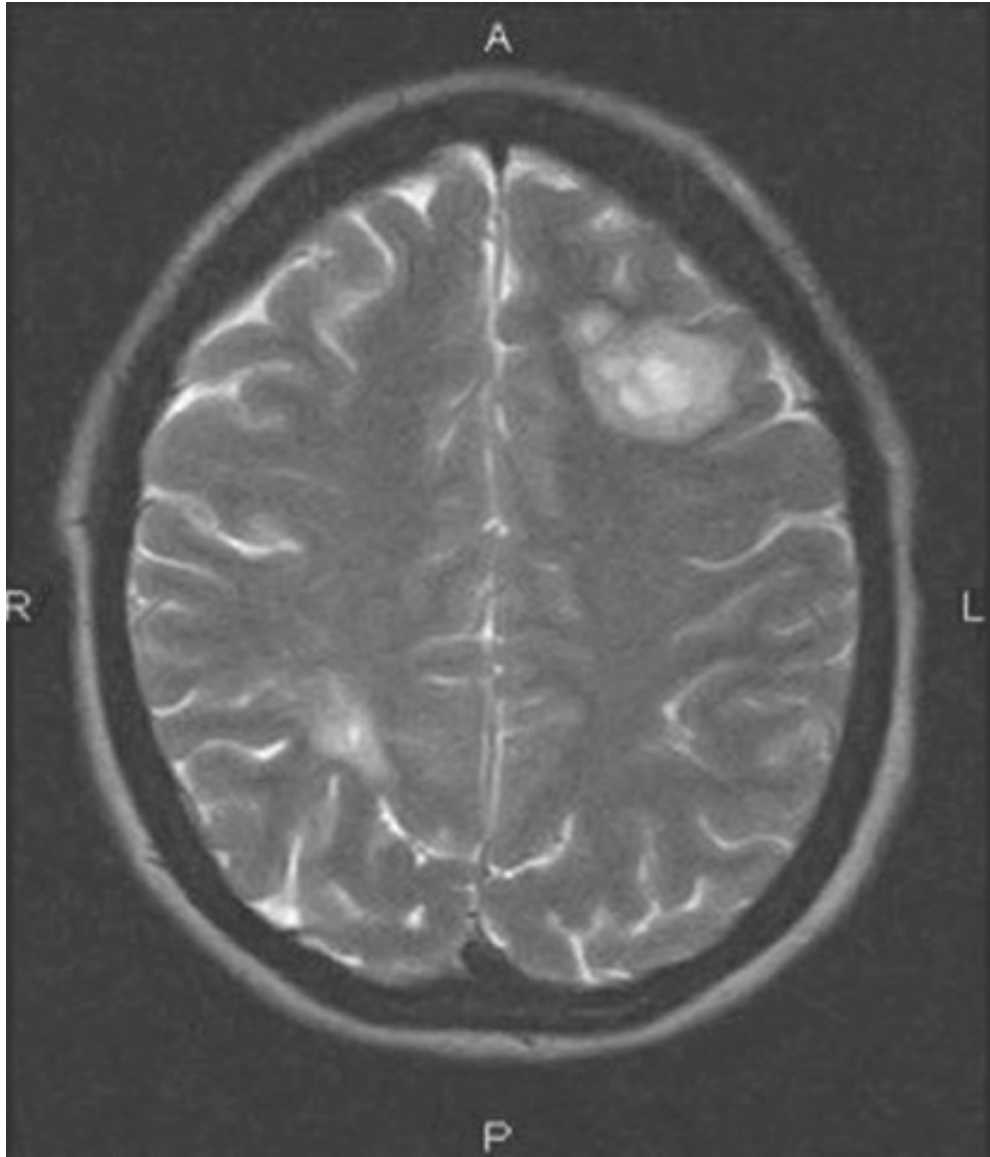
RMN axial ponderada en T2.
